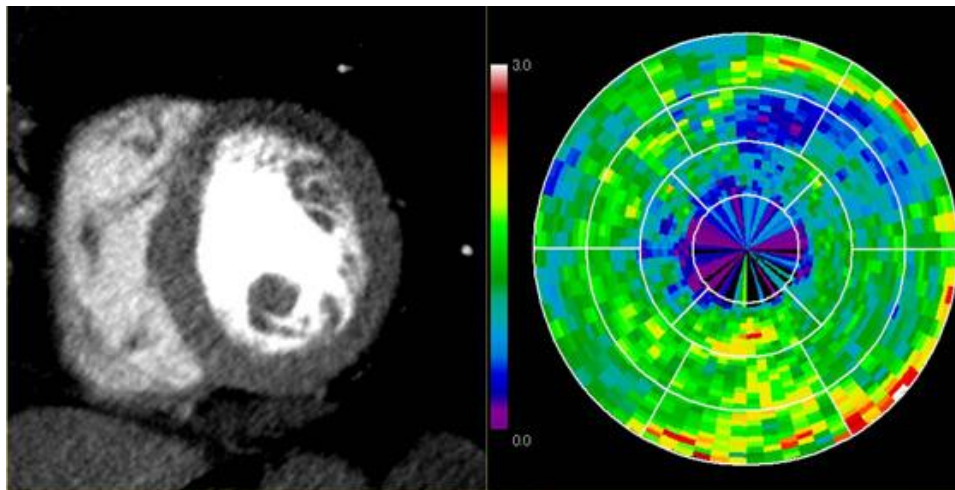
Perfusão do miocárdio com o sistema de CT *Aquilion ONE*
